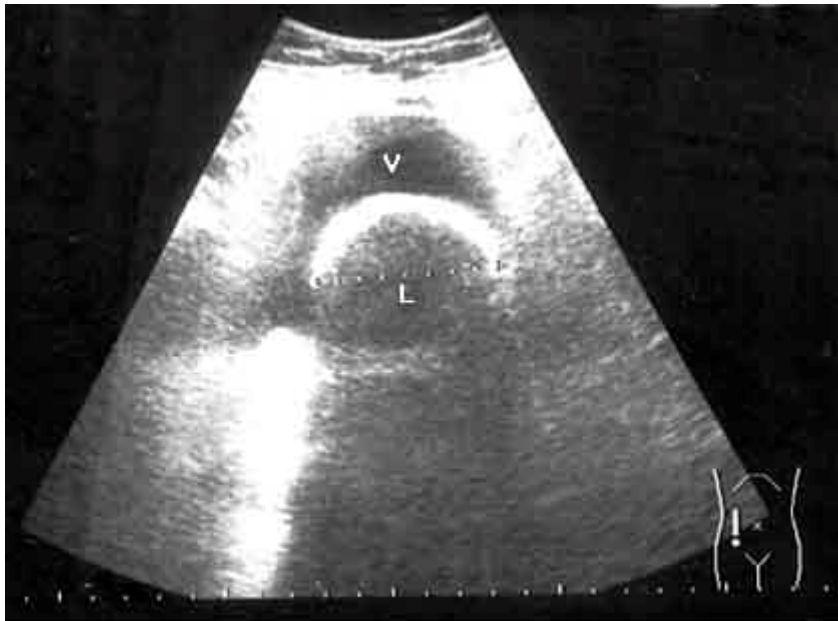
Ultrasonido en el que se muestra la vejiga (V) y la imagen ecogénica, con intensa sombra acústica, típica de una litiasis vesical de gran tamaño (L).
